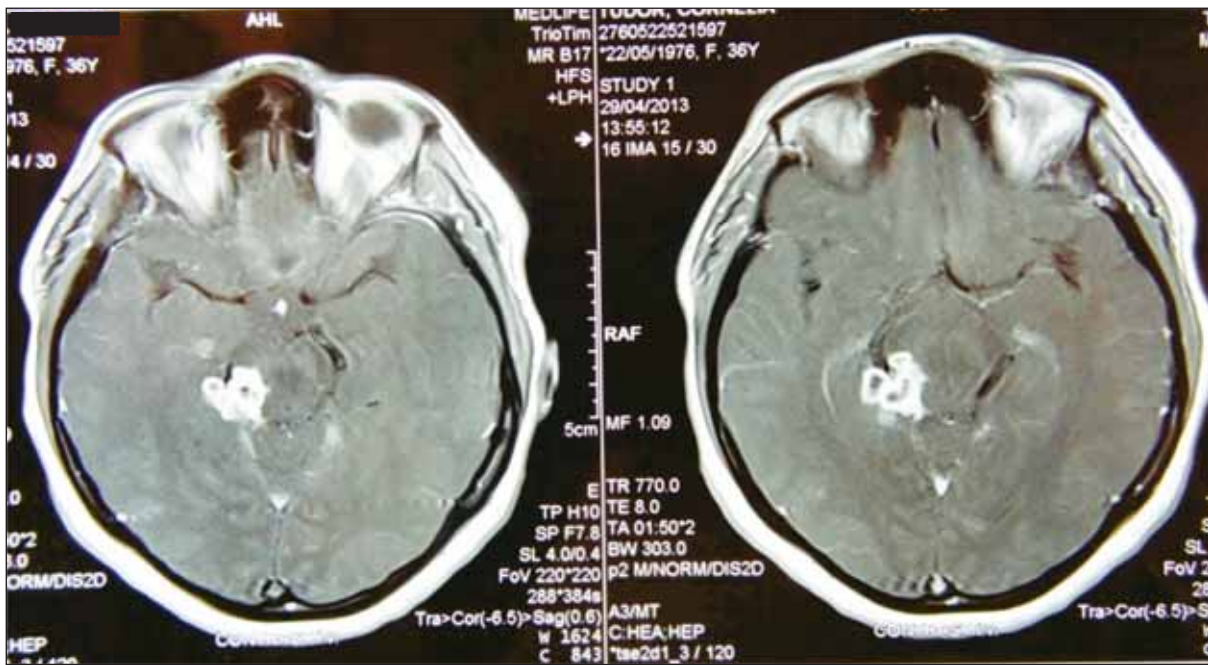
RMN-ul cerebral din 29 aprilie 2013
